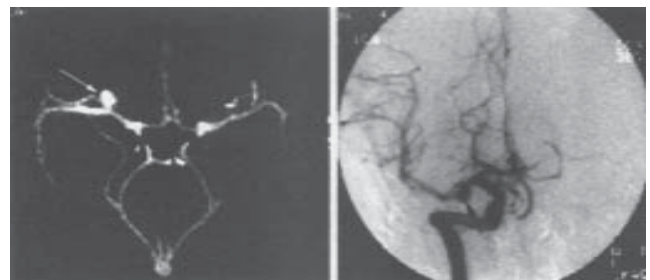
Angiografia TC a unui anevrism al arterei cerebrale mijlocii. Este observat un anevrism al arterei cerebrale mijlocii drepte (săgeată) pe TCA (imaginea din stânga) și confirmat de angiografie convențională a arterei carotide interne (imaginea din dreapta). Imaginea TCA este produsă prin scanări elicoidale sau prin TC scanări de 1mm, realizate în timpul administrării intravenoase de substanță de contrast, rezultând în imaginea TCA. (După RA Alberico et al, Am J Neuroradiol 16: 1571, 1995)
